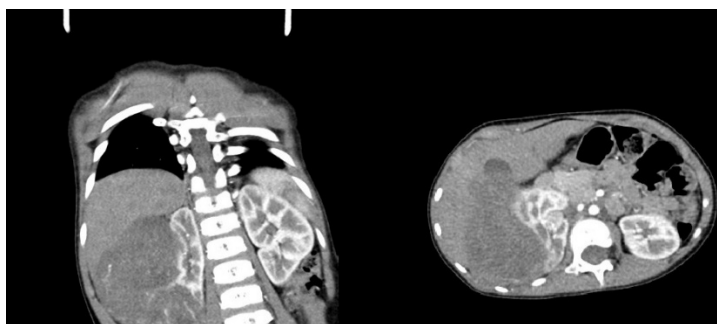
Nefroblastom, imagini de tomografie computerizată
